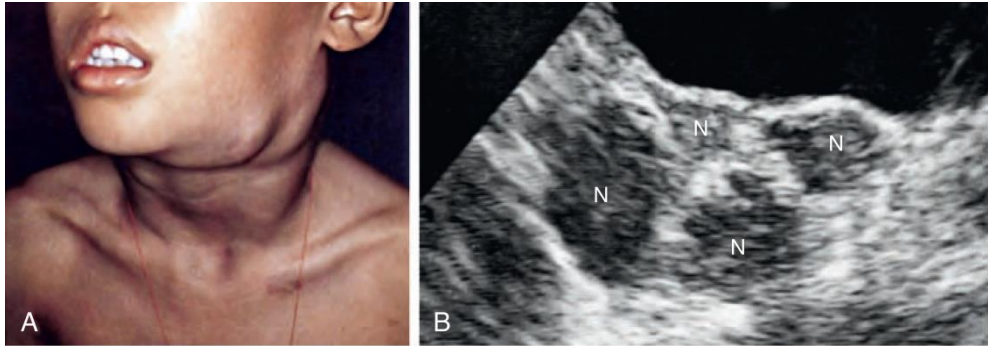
Cervical lymphadenopathy. Manifestations on A, physical examination, and B, ultrasound examination. N, Abnormally enlarged lymph nodes. (From Sinniah D, D'Angio GJ, Chatten J, et al: Atlas of pediatric oncology, London, 1996, Arnold.)
